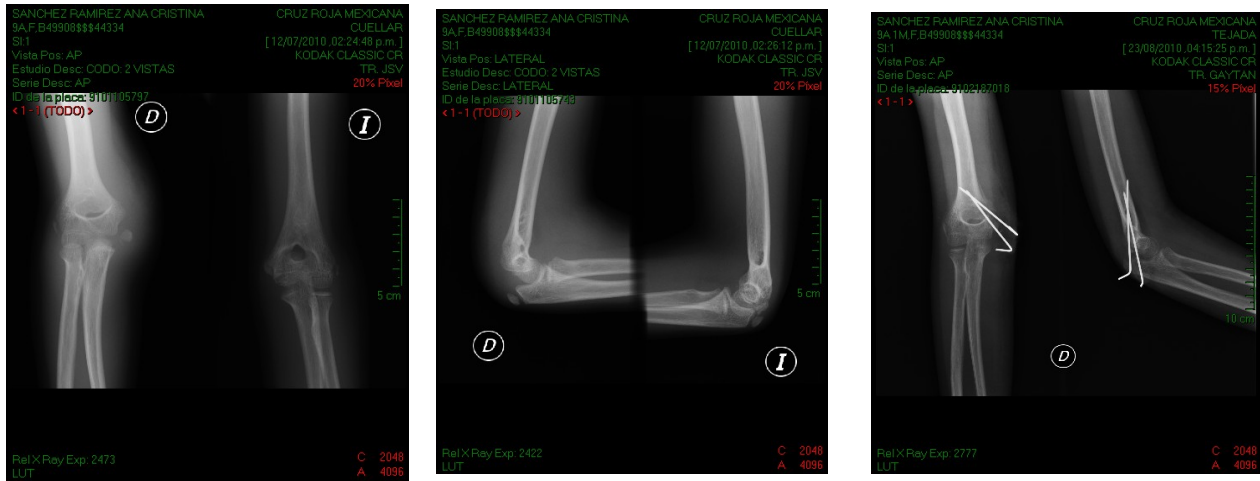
Radiografías pre y postquirúrgicas, clavillos Kirschner
